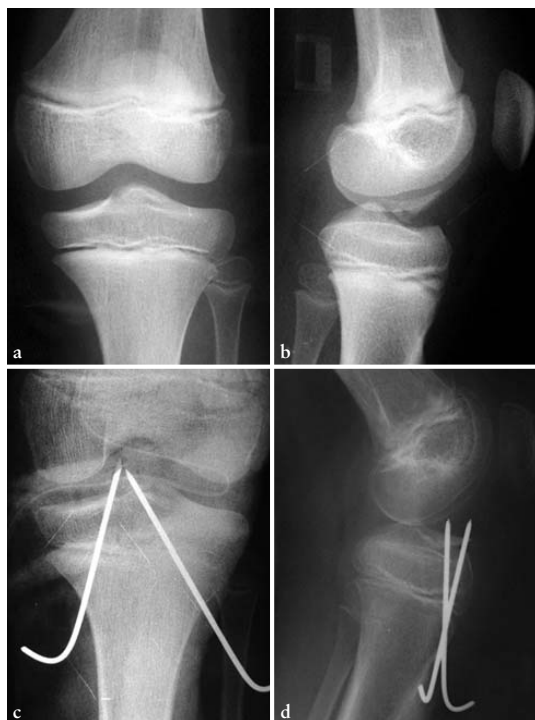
Fractura de la espina tibial. a) Radiografía antero-posterior. b) Radiografía lateral. Reparación con agujas. c) Radiografía antero-posterior. d) Radiografía lateral.
